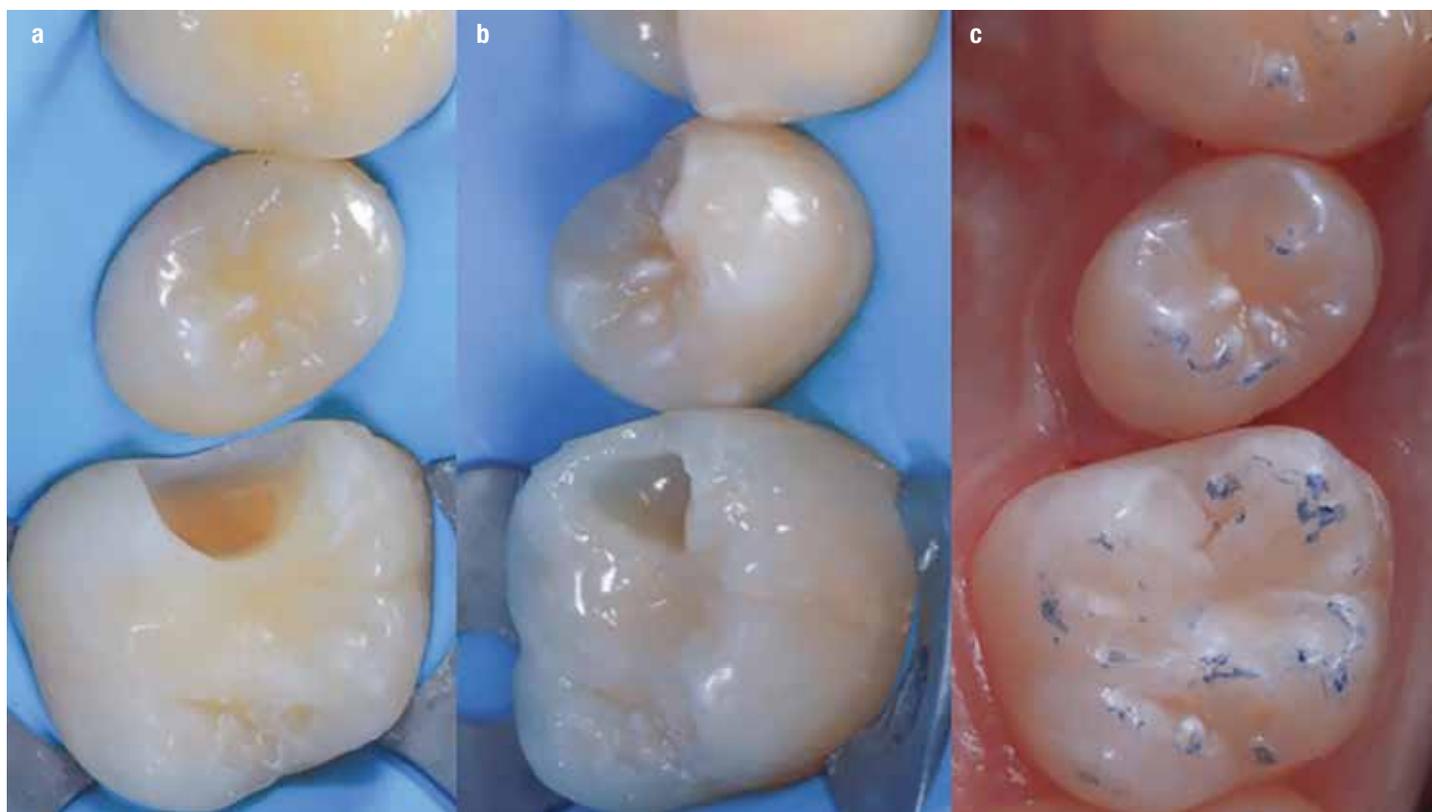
(a-c) Lesione cariosa a discapito del molare nel suo aspetto mesiale. Dopo l'apertura si esamina la parete del dente adiacente. In questo caso è presente una pigmentazione bianca di aspetto gessoso non sondabile, non cavitata e non visibile in radiografia bitewing. Si sottolinea che questo tipo di radiografie endorali sottostimano molto; infatti, se una lesione è visibile in radiografia sicuramente sarà cavitata clinicamente. Si interviene così con approccio remineralizzante sul premolare, e si prosegue al restauro di II classe sull'elemento contiguo.
